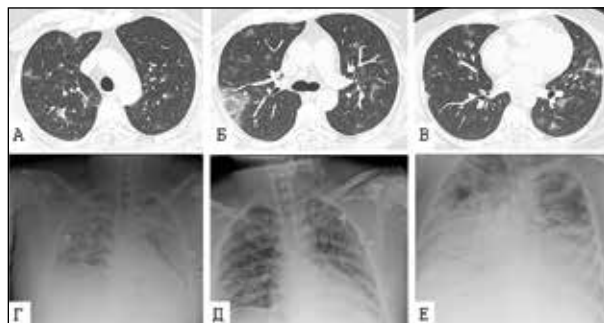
Рентгенография грудной клетки и компьютерная томография 36-летнего некурящего мужчины, умершего после непродолжительного улучшения состояния. У пациента при поступлении 06.01.2020 г. в стационар были температура, кашель и диарея. А–В. Поперечные КТ-изображения от 9 января. А. Двусторонние множественные затемнения по типу «матового стекла», большинство из которых представляют собой нерегулярные небольшие круглые образования, рассеянные в верхней области легких. Б. Двусторонние множественные нерегулярные затемнения по типу «матового стекла» и затемнение в форме клина, расположенное в правой верхней доле под плеврой. В. Двустороннее множественное нерегулярное затемнение по типу «матового стекла» и небольшое узловатое затемнение, расположенное в левой нижней верхней доле под плеврой. Г. Состояние пациента ухудшились 12 января. Рентгенография грудной клетки показала двустороннее диффузное затемнение и так называемое «белое легкое». Д. Рентгенография грудной клетки после интубации и искусственной вентиляции легких 13 января, затемнения уменьшились. Е. 20 января, двусторонние поражения легких увеличились, плевральный выпот. Больной умер 21 января [70]
